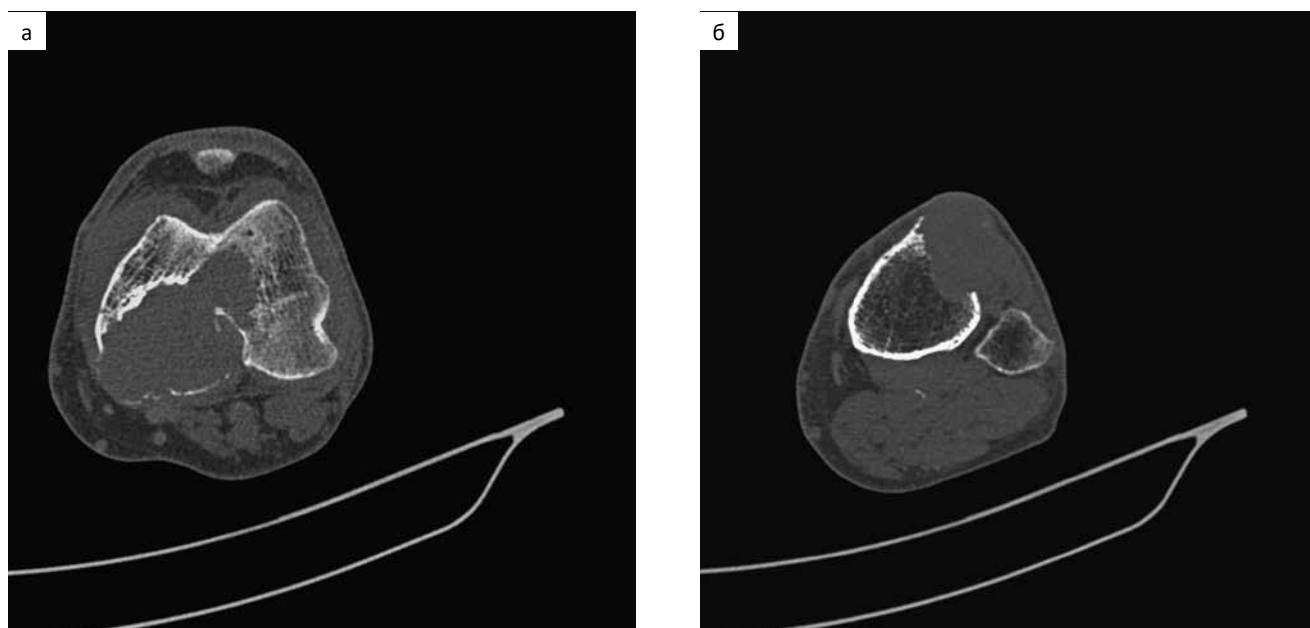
(а, б). Рентгеновская компьютерная томография левой бедренной и большеберцовой кости больного Ш.
